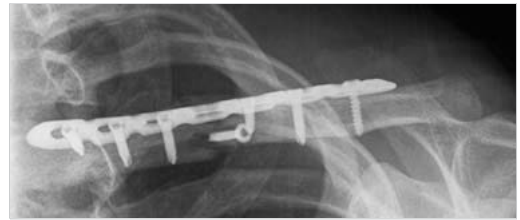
Konventionelle Röntgenaufnahme nach Versorgung einer Klavikulafraktur mit Zugschraube und winkelstabilem Kleinfragmentimplantat (LCP).
